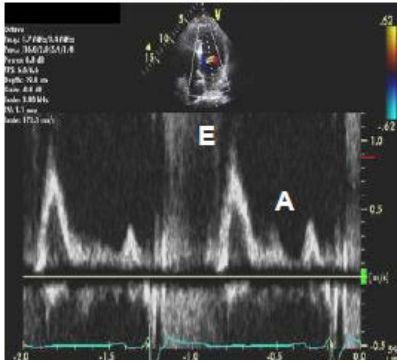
Patrón de Doppler pulsado adquirido en el flujo mitral. La velocidad E mitral de 100 cm/s y la velocidad A de 38 cm/s (Nagueh y otros, 2009).
